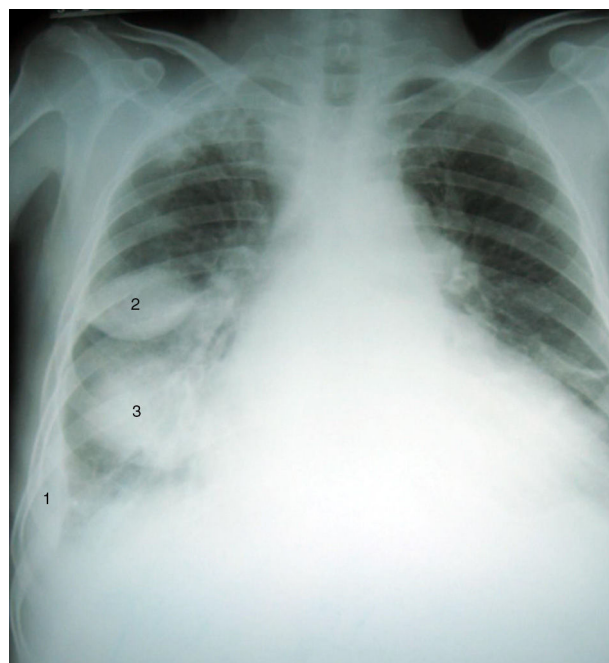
Radiografía posteroanterior de tórax (Día 0, al ingreso) que muestra cardiomegalia, engrosamiento pleural derecho periférico (1) y dos imágenes de tipo masa en tercios medio (2) e inferior (3) derechos. Opacidad intersticial en bases.
